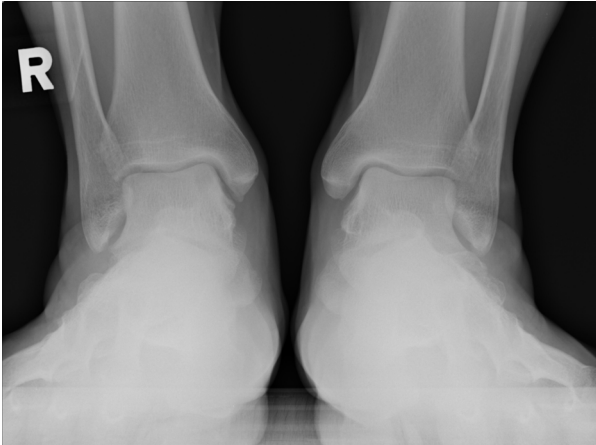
Trabecular compression of subchondral bone of right talus was visible on preoperative standing ankle anteroposterior radiographs.
